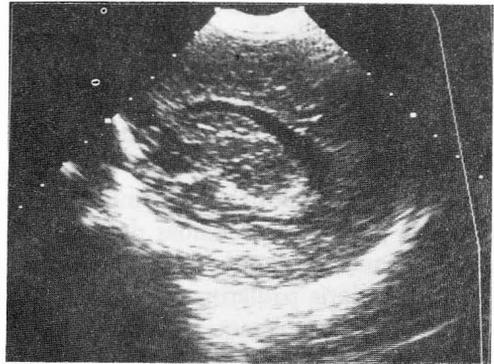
Ecografía cerebral que muestra ligera dilatación de los ventrículos laterales
